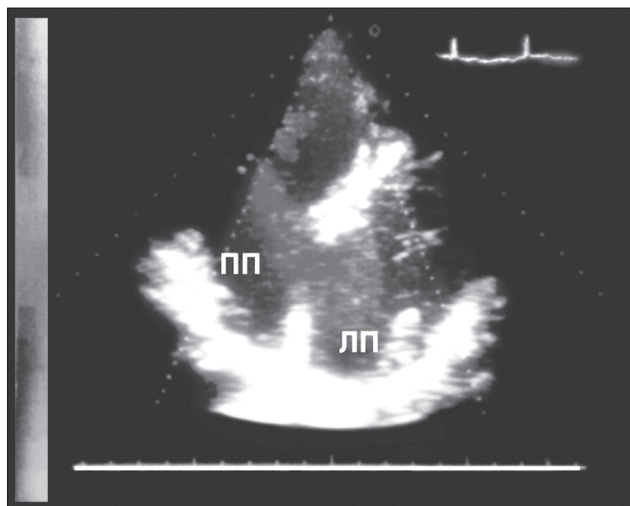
Эхокардиографическое исследование сердца при дефекте межпредсердной перегородки. Выявлен патологический поток через дефект
